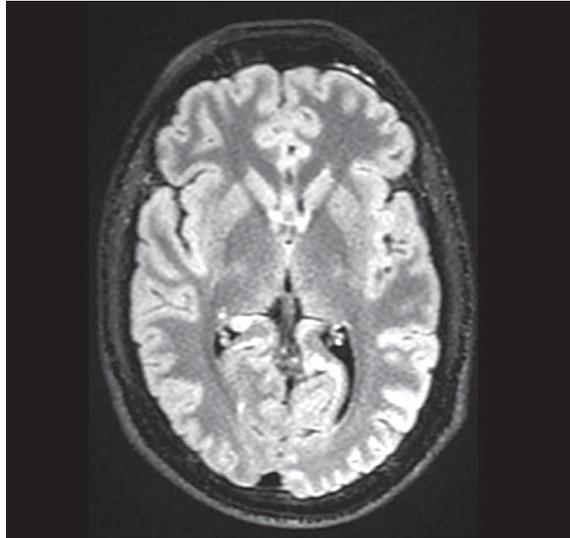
Normal brain MRI
